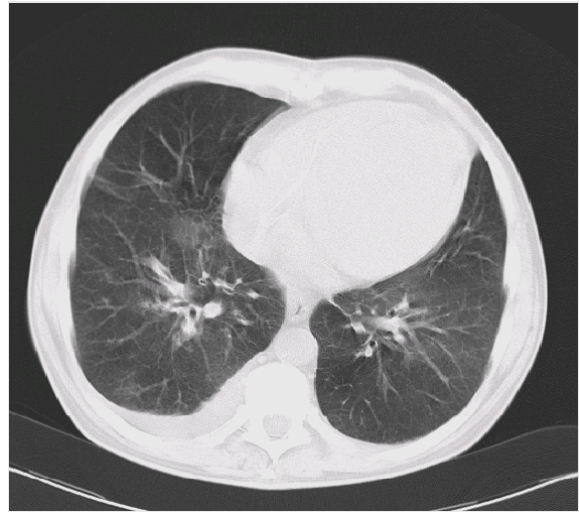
Spiral-CT in etwa gleicher Position wie Abbildung 21.
